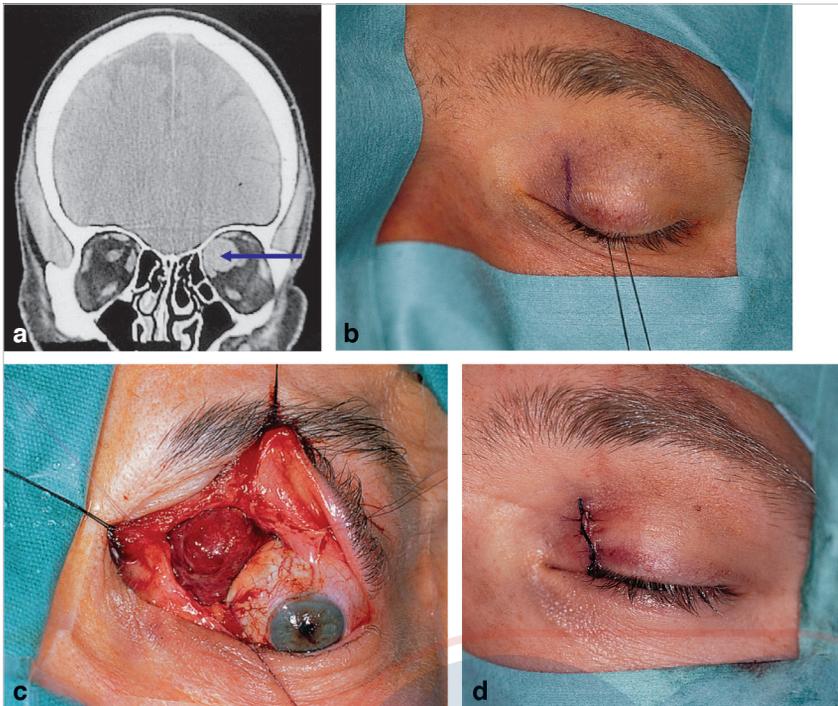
(a) Una TC coronal que demuestra una masa orbital superonasal (flecha azul). (b) Se ha marcado una incisión dividida vertical del párpado nasal al punto lagrimal superior, extendiéndose hacia el fórnix superior. (c) Se expuso un hemangioma cavernoso y se realizó una biopsia escisional. (d) El párpado dividido se repara de forma cuidadosa.
